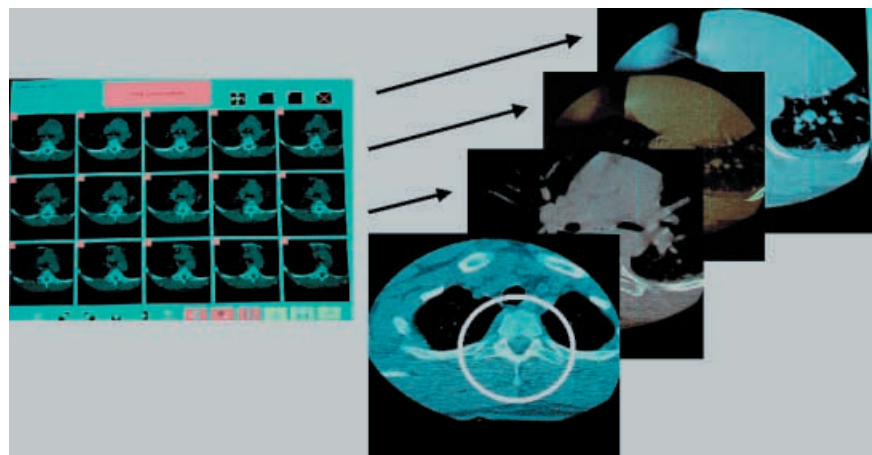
▲ Präoperativer CT-Datensatz einer thorakalen Wirbelsäulenfraktur ohne ausreichendes Zoomen. In den CT-Schichten ist gut zu erkennen, dass der interessierende Bereich der Wirbelsäule (Kreis) nur einen geringen Anteil der dargestellten Strukturen umfasst
